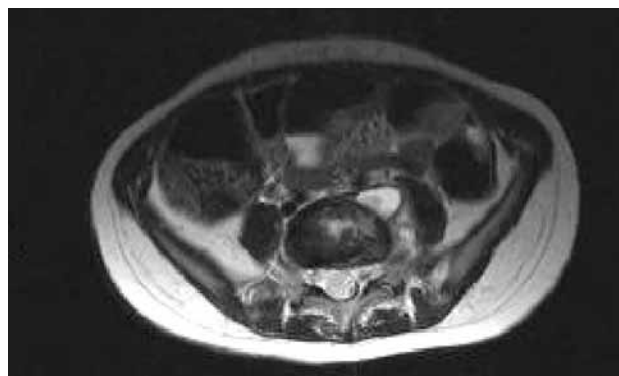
Imagen de RMN de la paciente.
